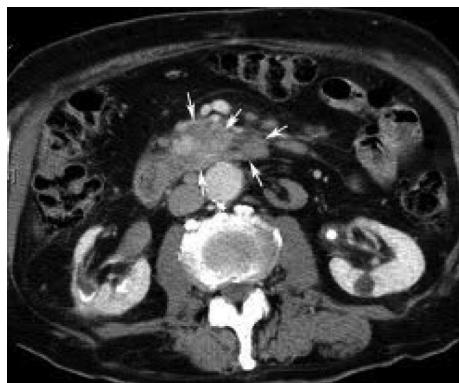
Tomografia de abdome
